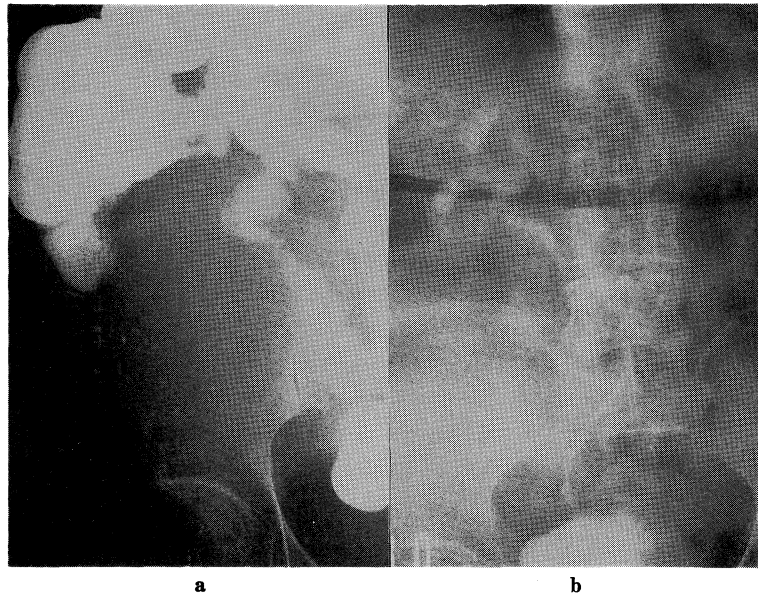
a. Roentgenogram of the intestine showing replaced ileo-caecal portion by a retroperitoneal tumor
